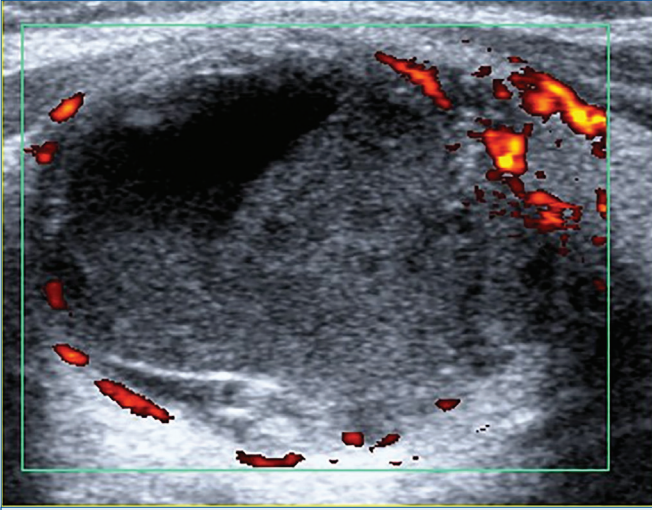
Kolloid ve yoğun sıvı içerikli nodül; Doppler modunda sadece çevrede vaskülarite mevcut.
